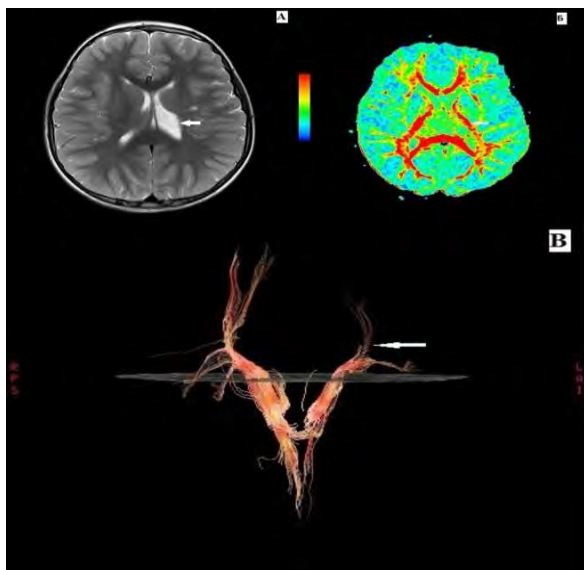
МРТ головного мозга пациентки 3., 6 лет 7 мес, с диагнозом: ДЦП, спастический правосторонний гемипарез. Т2-ВИ, поперечный срез (А) - в задних отделах лобной доли левого полушария, перивентрикулярно, с распространением на заднее бедро внутренней капсулы определяется (отмечено стрелками) участок глиозных изменений, тело левого бокового желудочка деформировано, вторично атрофически (компенсаторно) расширено. Карта фракционной анизотропии (Б) – уменьшение степени анизотропии на уровне заднего бедра внутренней капсулы слева. Трехмерная реконструкция кортикоспинального тракта (В) – отмечается истончение и прерывание количества волокон слева.
